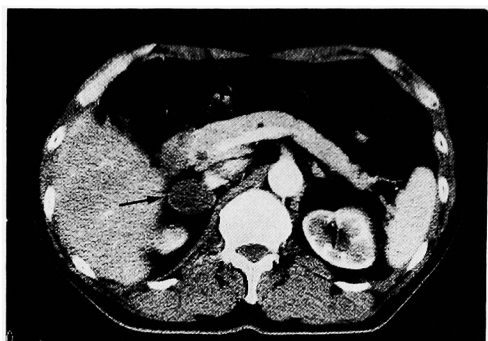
Abdominal CT scan showing a mass shadow in the upper site of the right kidney, 3.5×3.0 cm in size with clear margin.
